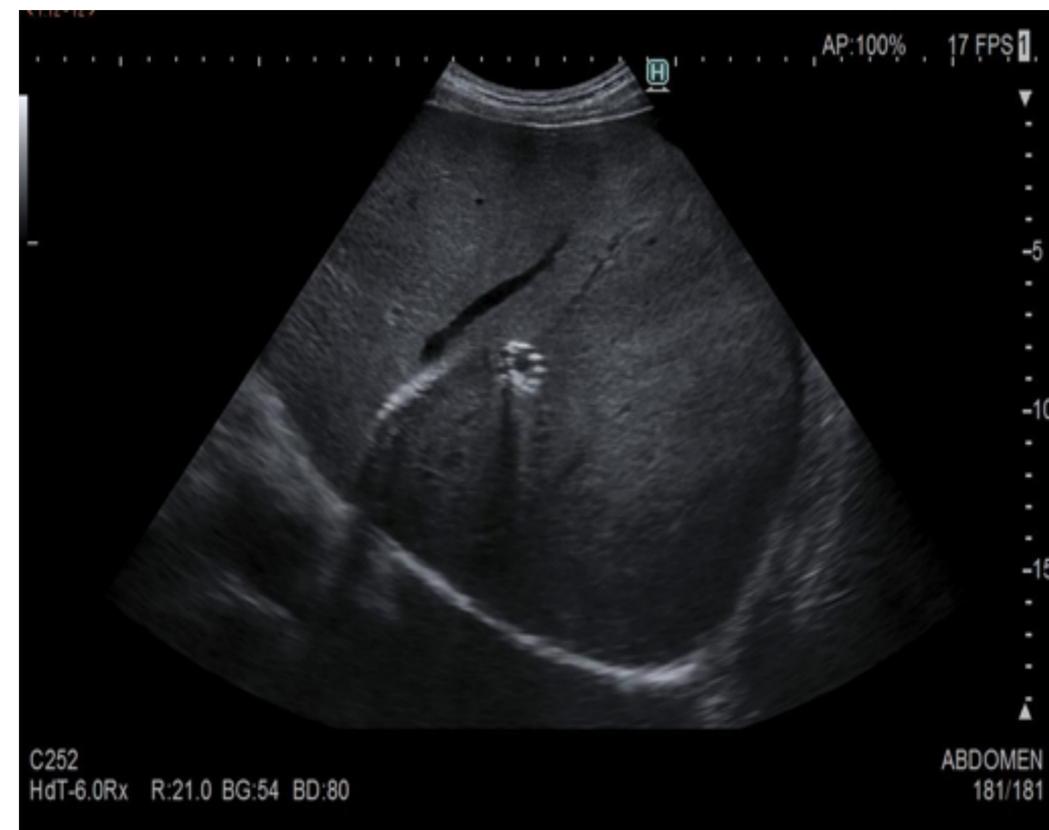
Ecografía en modo B. Imagen de TIPS.
